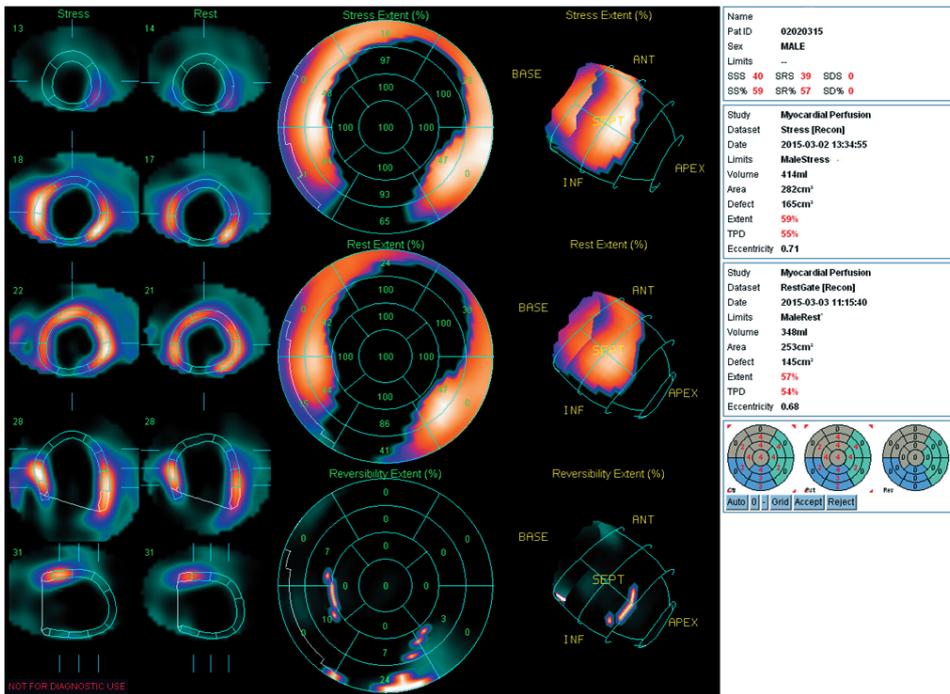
Стабильный дефект перфузии
